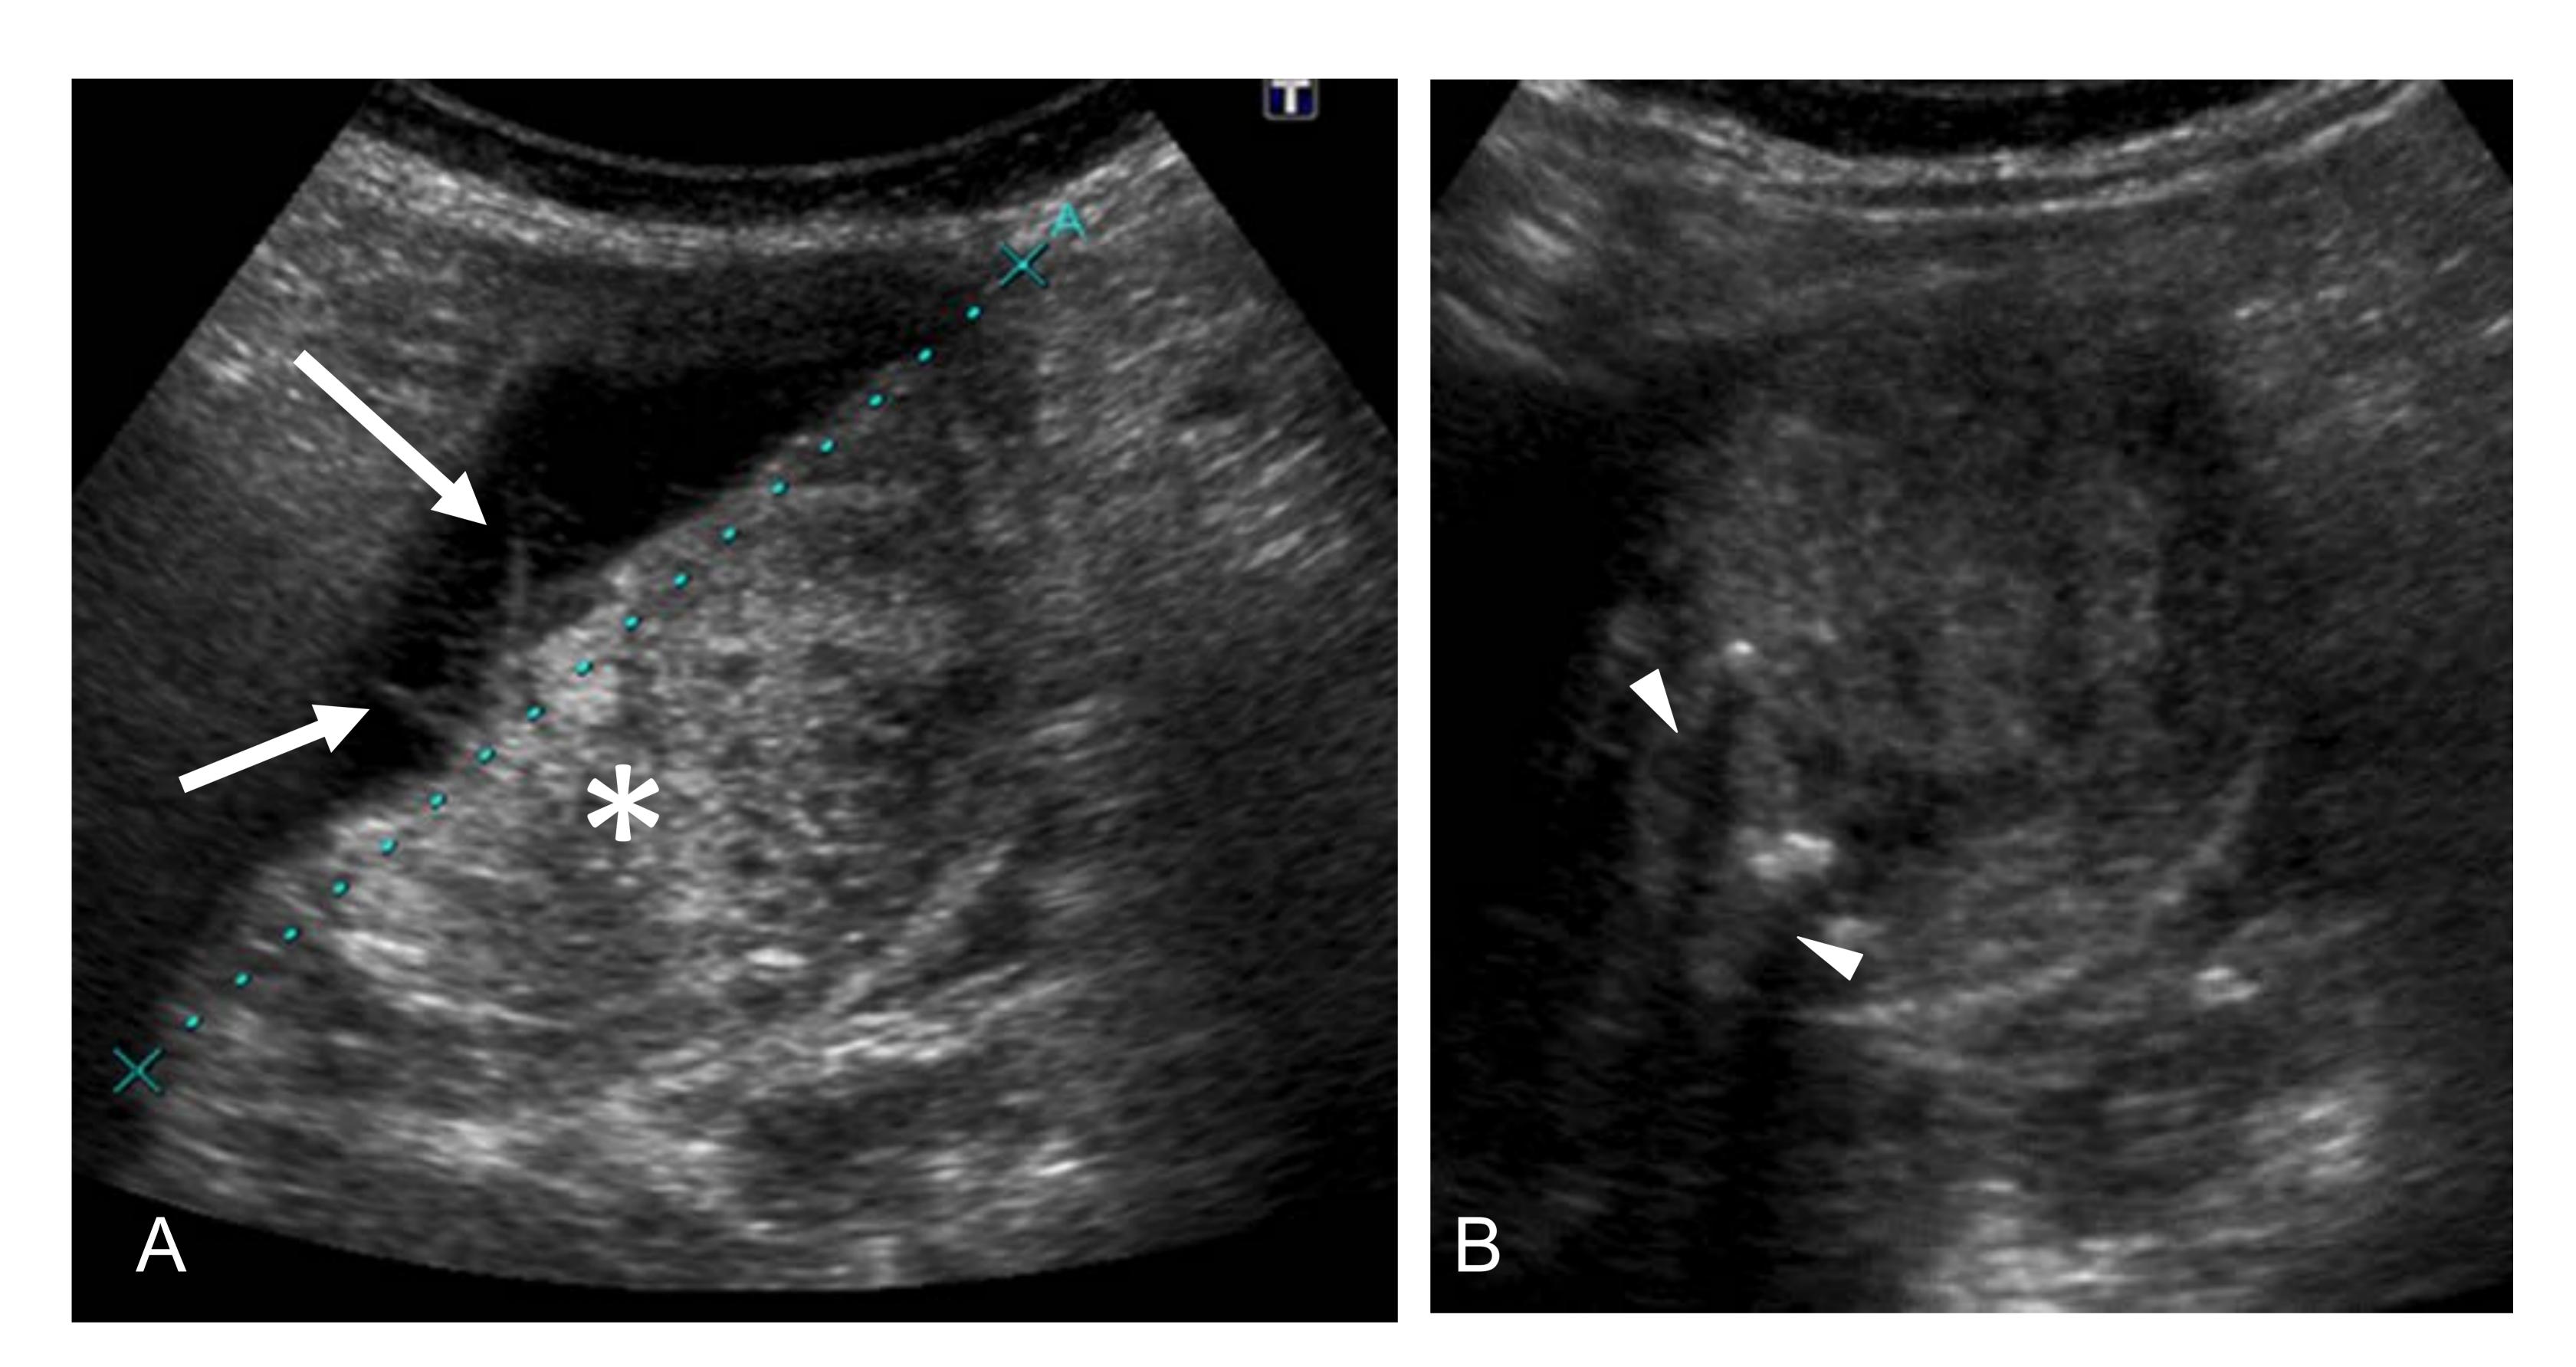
Ecografía de la vesícula biliar en una mujer de 89 años anticoagulada, con dolor abdominal agudo, vómitos y elevación de bilirrubina. Distensión de la vesícula biliar (A) con cambios inflamatorios adyacentes, abundante contenido ecogénico heterogéneo (*) así como membranas intraluminales (flechas). B. Se aprecia litiasis con sombra acústica en el interior del contenido ecogénico (puntas de flecha). Posteriormente se realiza TC (Figura 3) con el diagnóstico de colecistitis hemorrágica.
